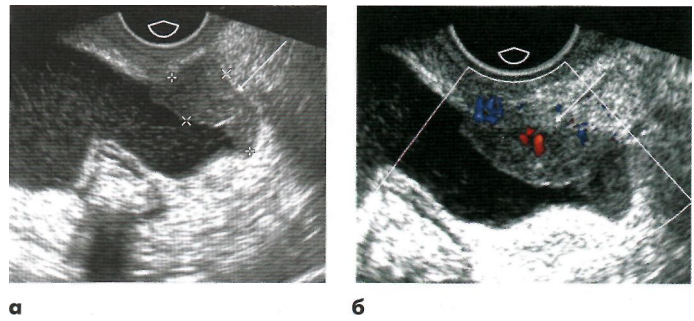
Женщина, 58 лет. По данным гинекологического осмотра и УЗИ объемное образование яичников. При сканировании в В-режиме (а) и режиме ЦДК определяется метастаз на брюшине с наличием кровотока (стрелки).
